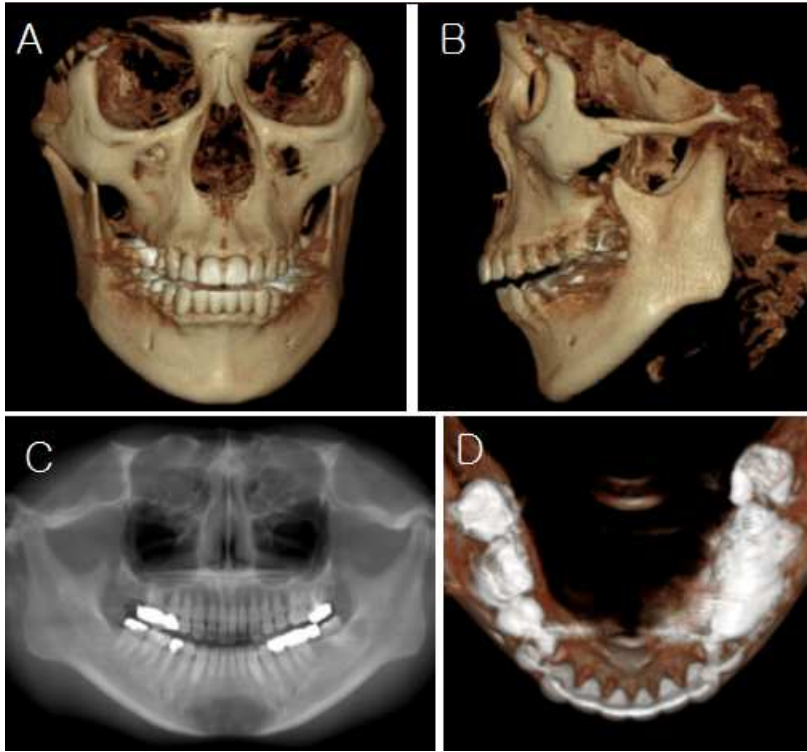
Image from CBCT. A, B, 3D Hard tissue image from CBCT; C, Panoramic image generated from CBCT; D, Mandibular dentition image from CBCT. Scattering from metallic restoration can be seen.
